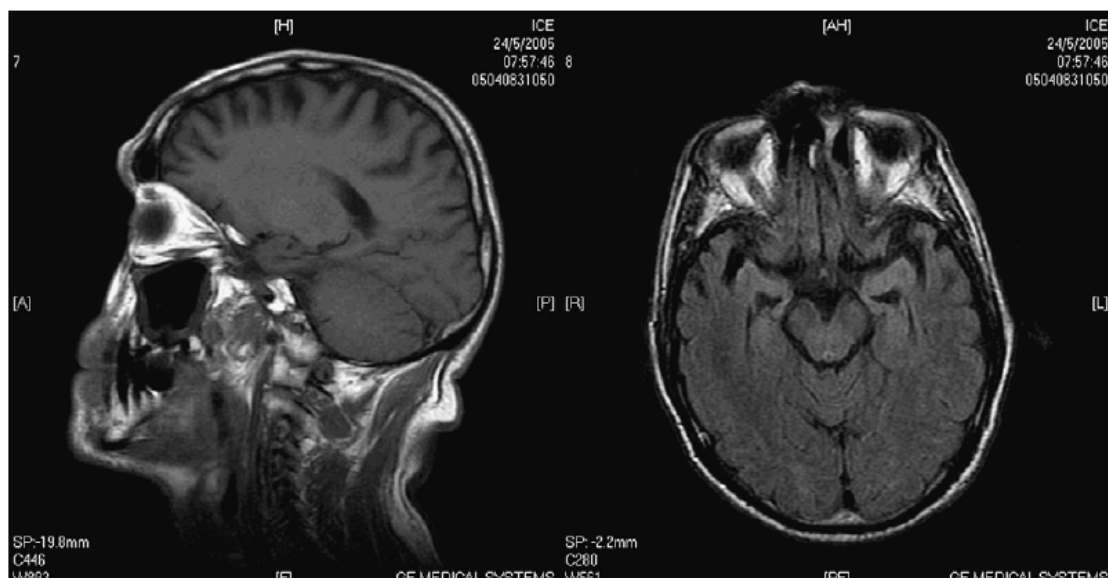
IRM cérébrale montrant une atrophie bilatérale des régions temporales antérieures (pôles temporaux) et du cortex temporal latéral [102].
